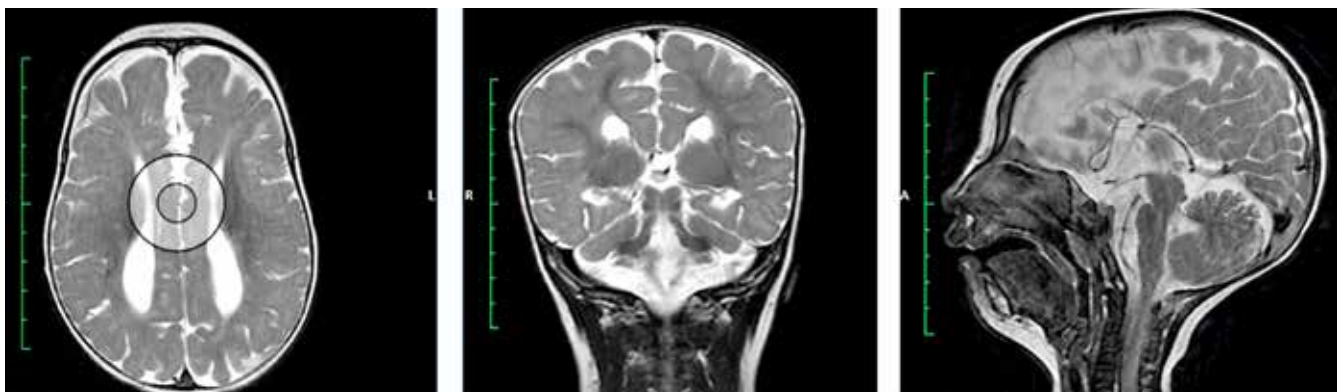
Пациентка Е., магнитно-резонансная томография, пояснения в тексте
